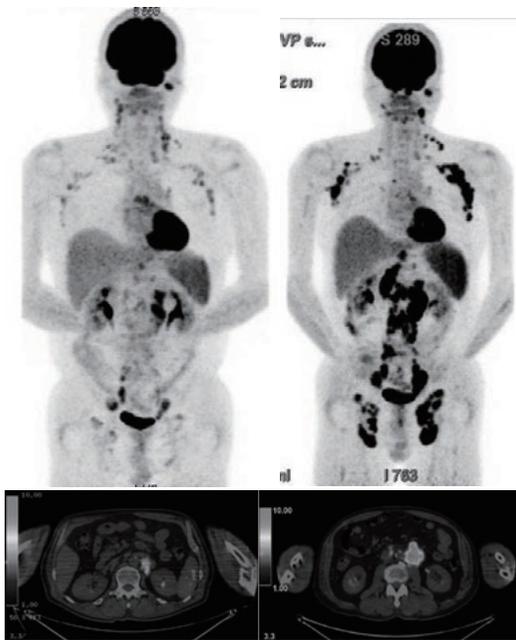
(左下)：初回¹⁸F-FDG PET/CT 融合画像(腹部横断像)左傍大動脈リンパ節のSUVmax 7.74
